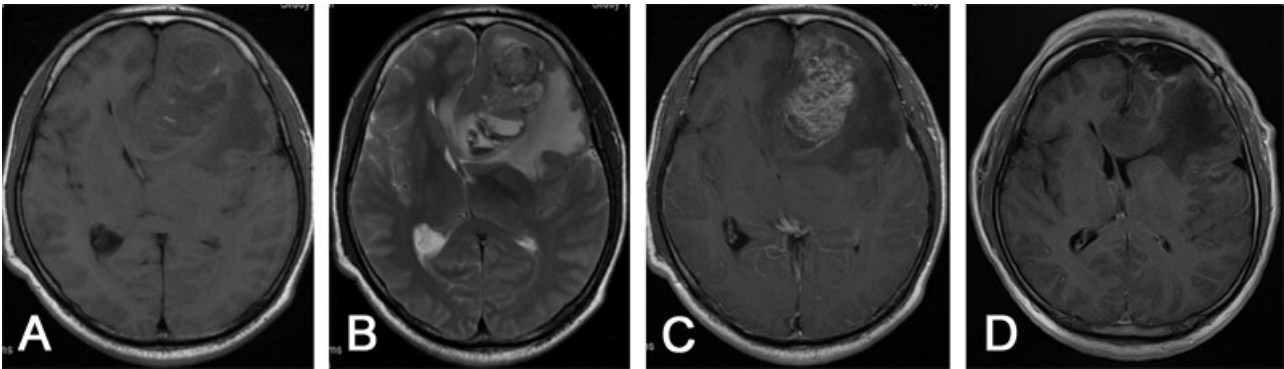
左侧额叶大细胞神经内分泌癌手术前后 MRI 表现
